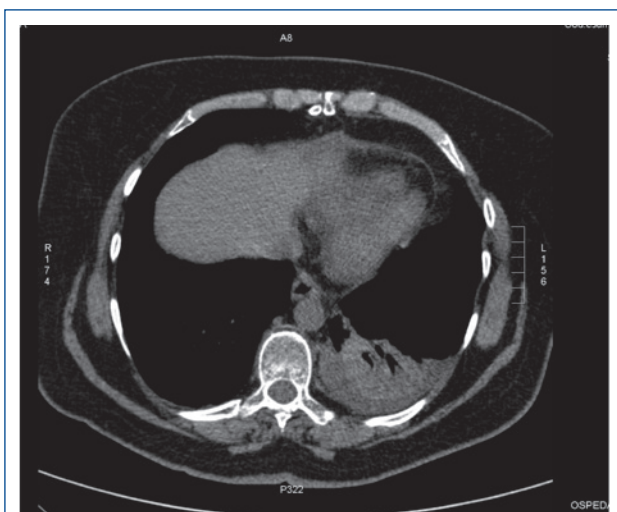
Scansione TC che documenta il versamento pleurico sn e pericardico.
